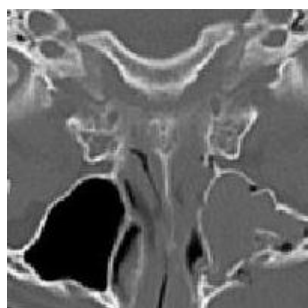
Zoom de la coupe 60 décodée de CT1 - débit total de 0,1 bit/voxel pour les 128 coupes globales de CT1 - Dans le sens des aiguilles d'une montre en partant de l'image en haut : coupe originale, SPIHT 3D, QVAZM 3D.
